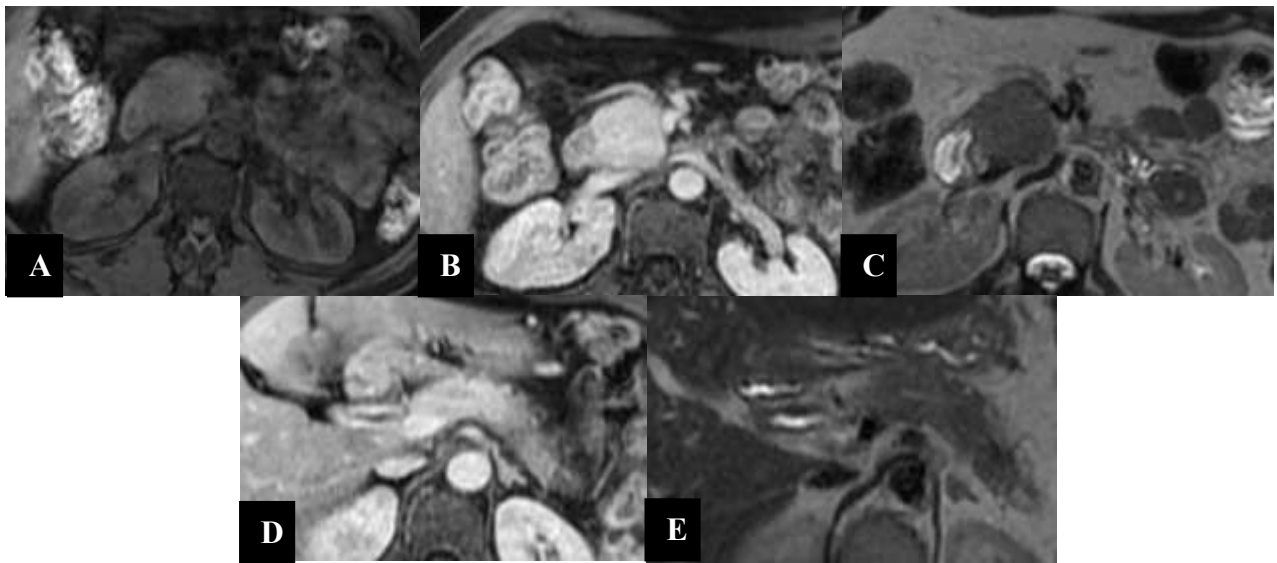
IRM abdominale en coupes axiales d'une pancréatite auto-immune à IgG4 : Aspect tuméfié et globuleux de la tête du pancréas siège d'une formation lésionnelle mal limitée, se confond avec le parenchyme pancréatique de signal et de rehaussement identique à ceux du pancréas et renfermant de petites formations millimétriques d'allure kystique en hypersignal T2 non rehaussées par le Gadolinium. Il s'y associé une autre formation lésionnelle caudale ayant les mêmes caractéristiques.
